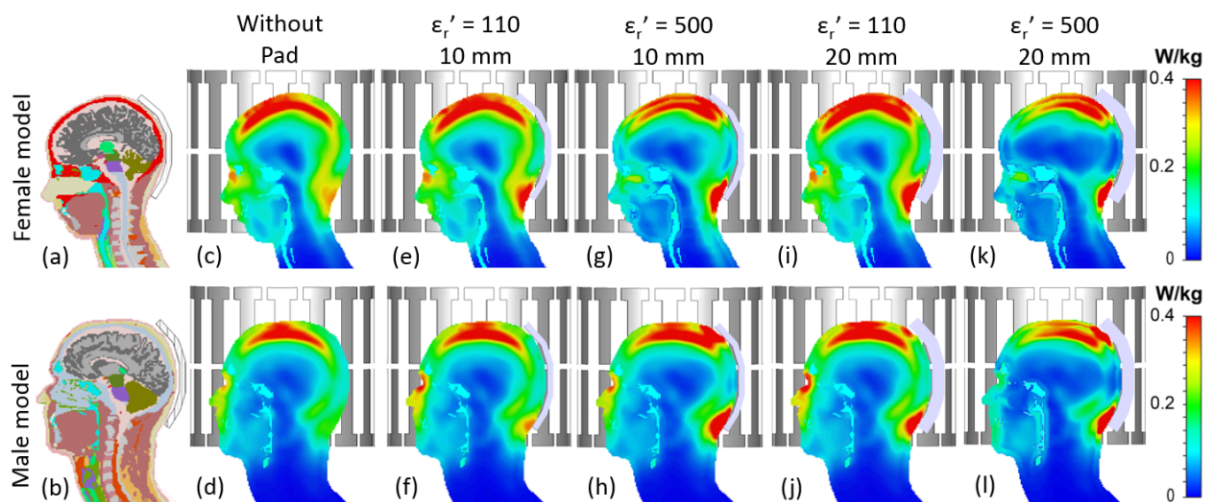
Mittige sagittale Schnittebene für (a, b) Gewebeverteilung und (c bis l) 10g-gemittelte SAR im Körpermodell bei Anregung mit der Resonanzfrequenz von  $^{23}\text{Na}$  bei 7 T. © [2016] ISMRM (Fiedler et al., 2016).
